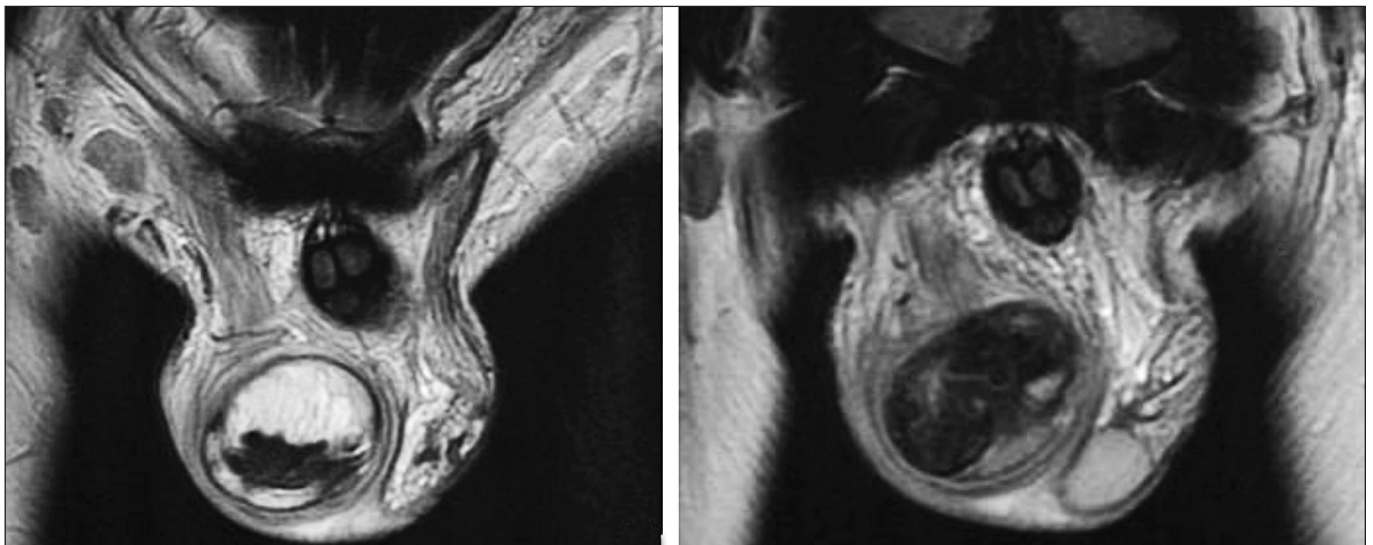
Пациент К., 15 лет. Перекрут, некроз правого яичка. МРТ мошонки через 6 сут от начала заболевания.
